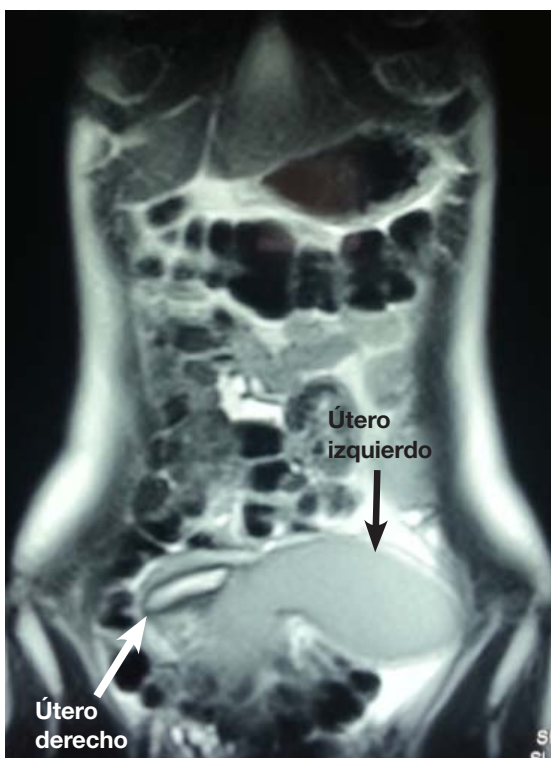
Imagen RMN, corte sagital mostrando útero bidelfo con endometrio normal en útero derecho y hematometra en útero izquierdo.
